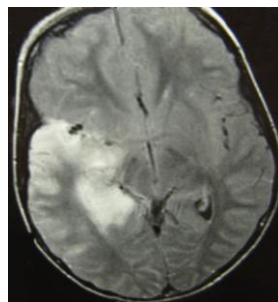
МРТ головного мозга пациента А., 4 г 11 мес, с диагнозом герпетический менингоэнцефалит. В медиобазальных отделах левой височной области, в проекции гиппокампа умеренно гипоинтенсивная зона, размерами 29,5x221,5 мм. FLAIR-ИП
